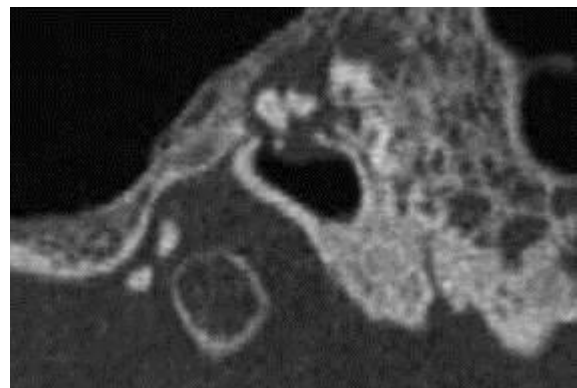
Sección radiológica por TC.
